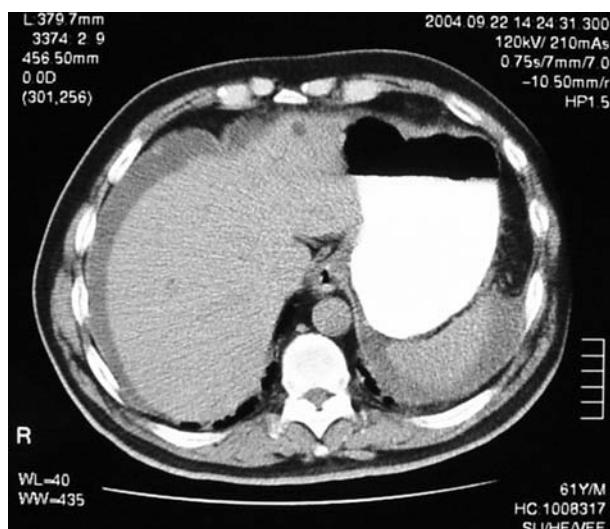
TC abdominal. Abundante líquido libre peritoneal (perihépático, periesplénico).
